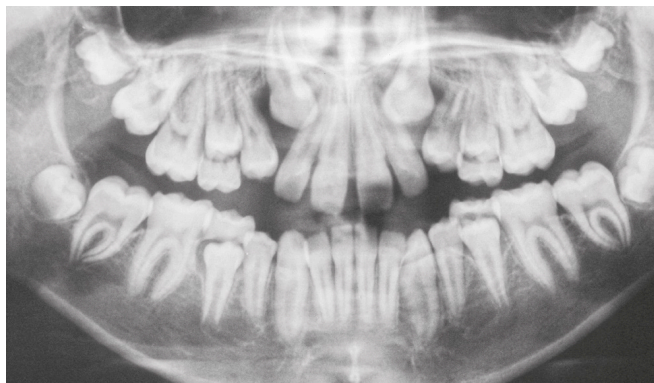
Radiografia panorâmica mostrando o deslocamento dos incisivos laterais e primeiros pré-molares permanentes superiores devido à impaction dos caninos permanentes superiores direito e esquerdo. Fonte: Schroeder et al. ⁽³⁾
